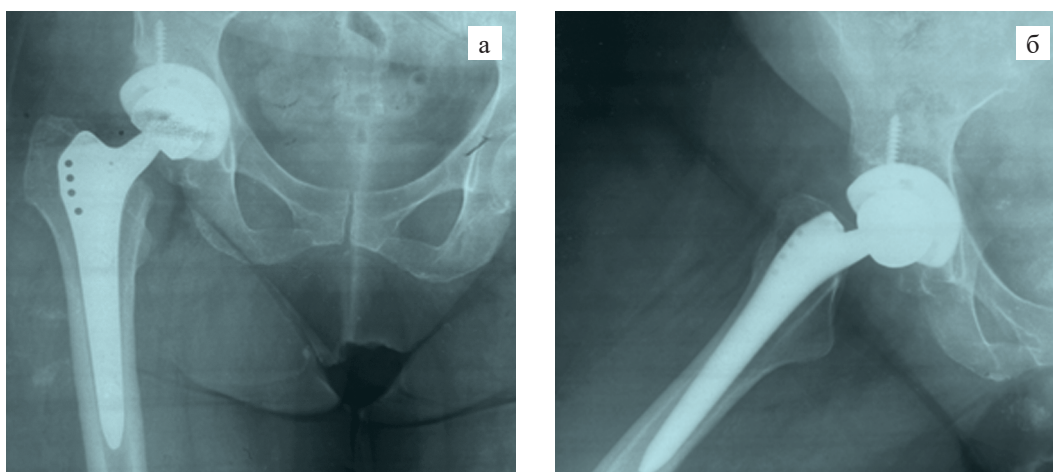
Рентгенограмма через 6 месяцев после тотального эндопротезирования правого тазобедренного сустава, эндопротез бесцементной фиксации Zimmer–Biomet (чашка IT, ножка Alloclassic): а – снимок тазобедренного сустава в среднем положении; б – снимок тазобедренного сустава в положении отведения
